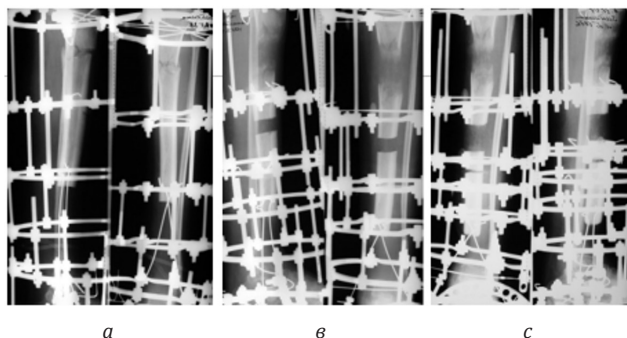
Рентгенограммы пациентки 3, 29 лет в процессе лечения
